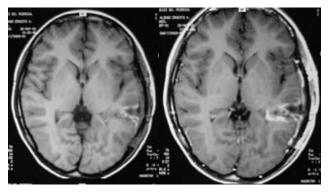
RM posquirúrgica donde se aprecia exceresis total de la lesión.
